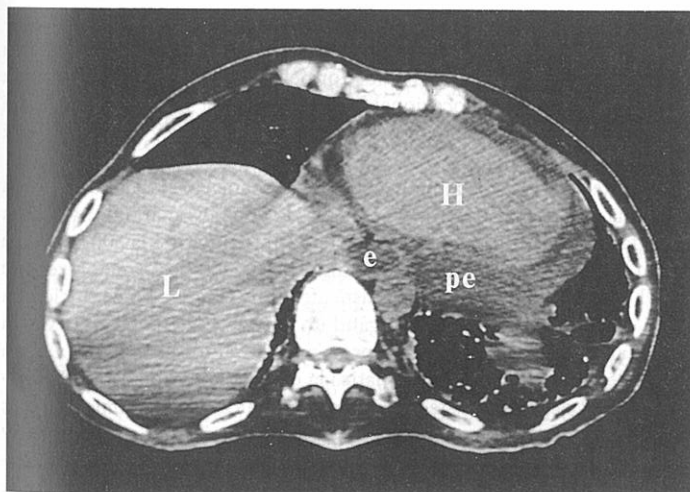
Această examinare CT arată un revărsat pericardic masiv (pe) localizat predominant posterior la un pacient cu sclerodermie și pericardită. Nu a fost detectată îngroșarea sau calcificare pericardică. Este observată, de asemenea, dilatația esofagiană (e). Funcția cardiacă nu poate fi evaluată. H = inimă, L = ficat. [Reprodusă cu permisiunea Roldan CA: *Connective tissue diseases & the heart*, în Crawford MH (ed): *Current Diagnosis & Treatment in Cardiology*, ediția a III-a Copyright © 2009, The McGraw-Hill Companies, Inc., Toate drepturile rezervate, Figure 33-5.]
